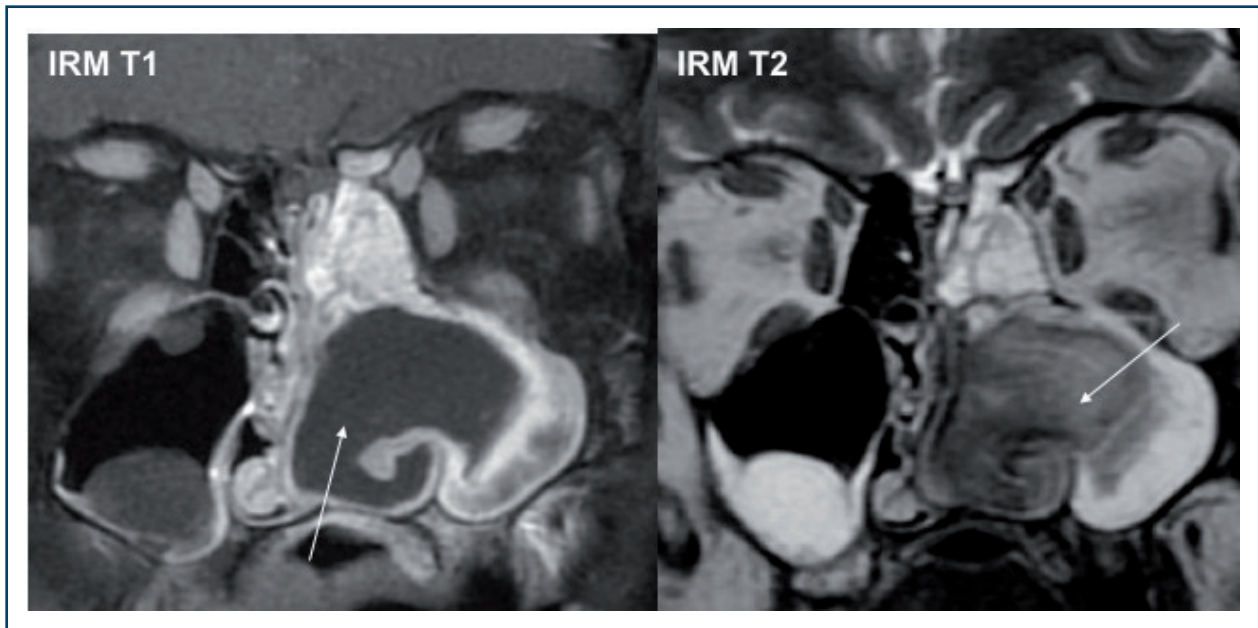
Pyocèle maxillaire (IRM).
